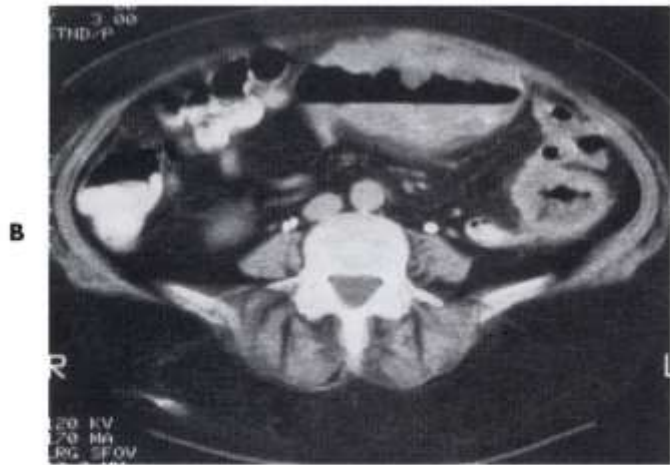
AIDS patient with lymphoma of the small bowel. A. Sonogram shows a focal mid-abdominal very hypoechoic (*black*) mass with no wall layer definition, classic for gut lymphoma. The luminal gas appears as central bright echogenicity with dirty shadowing. B. Confirmatory computed tomography scan.
